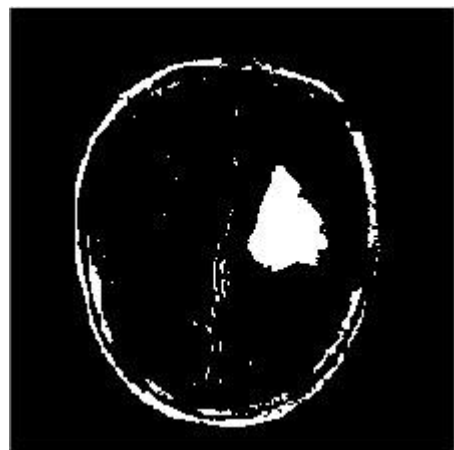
Image IRM après 4 mois seuillée et labélisé
